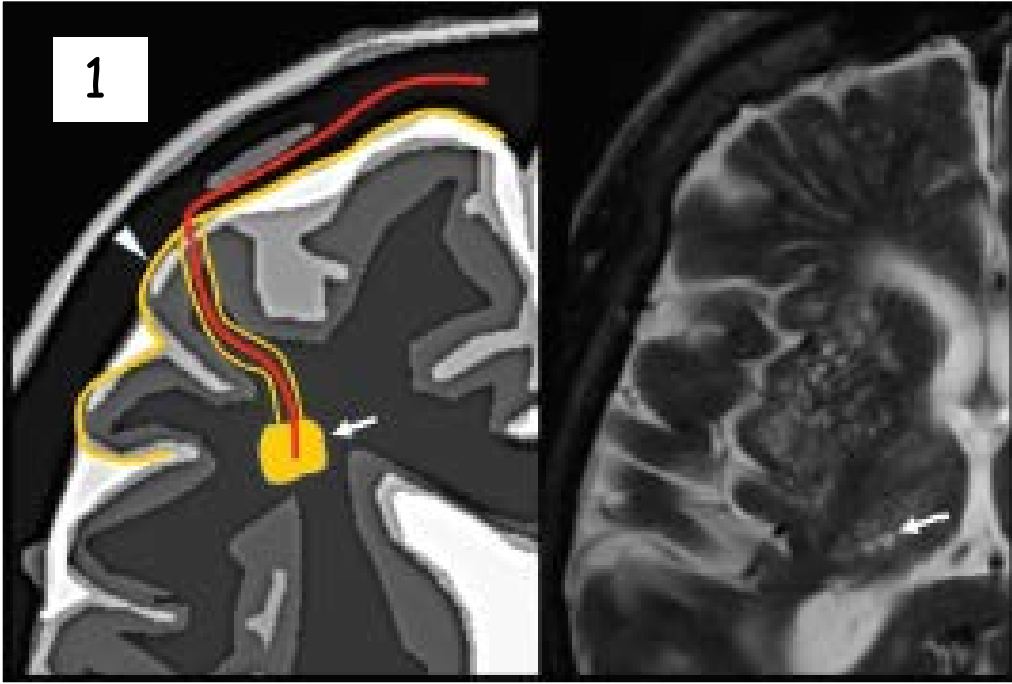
Şekil- Beyaz ve gri cevherdeki MS lezyonlarının perivenüler topografisi.
